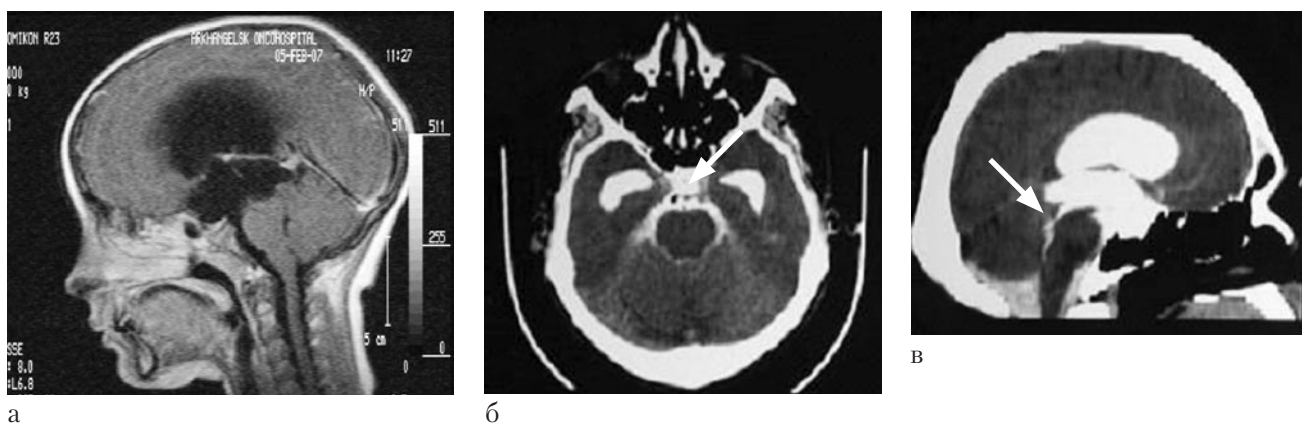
МРТ больного Е., 1 год 2 мес до операции (а) и СКТ-венгерулография с контрастированием после операции (б) (стрелками указан пассаж контрастирующего вещества в IV желудочек и парастволовые цистерны).
